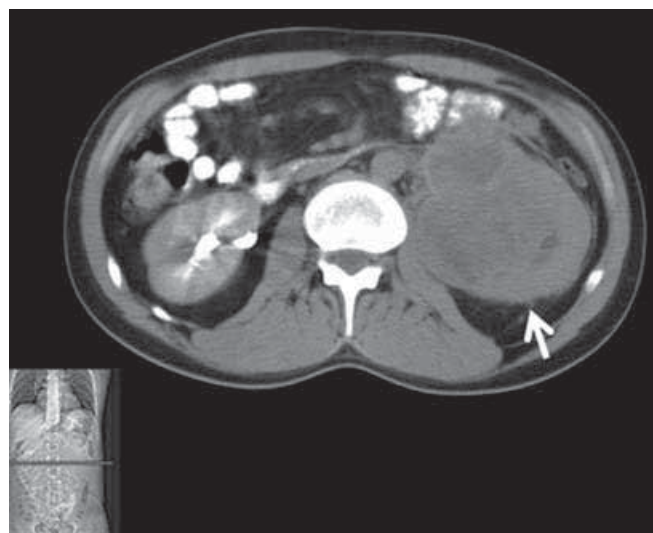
Tomografía computada de abdomen con doble contraste en cortes axiales que muestra un tumor heterogéneo y lobulado en el riñón izquierdo (flecha).
